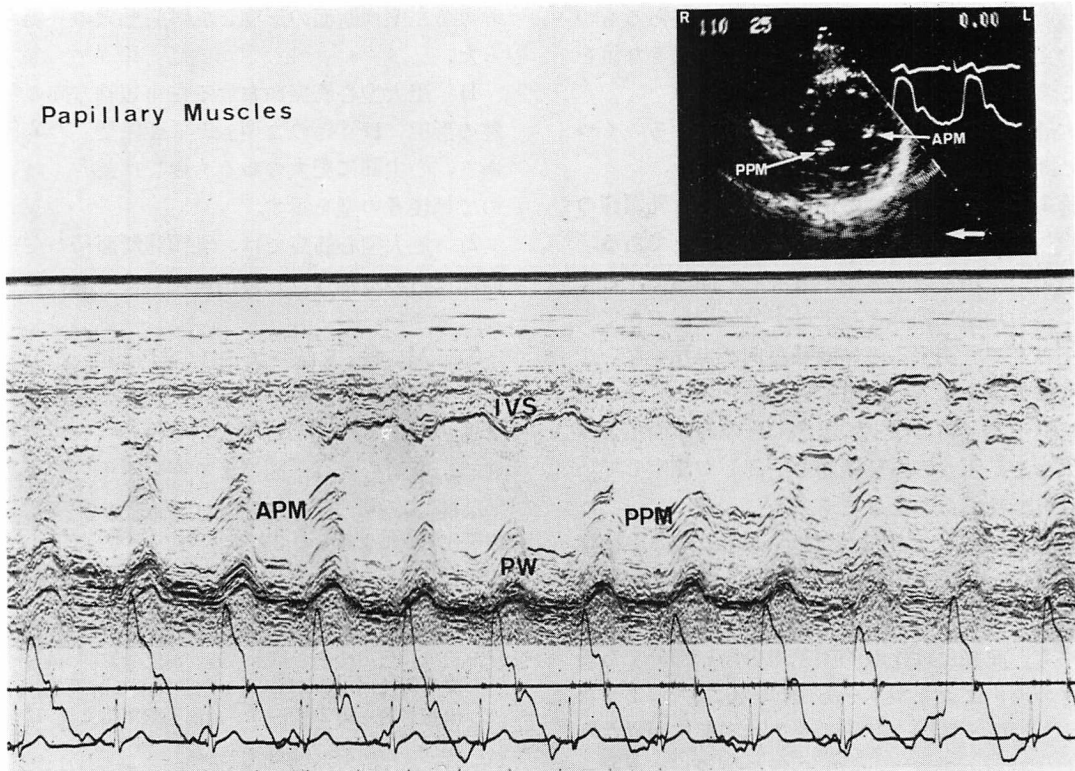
Simultaneous cross-sectional and M-mode scan echocardiograms of anterior and posterior papillary muscles in a normal case.
